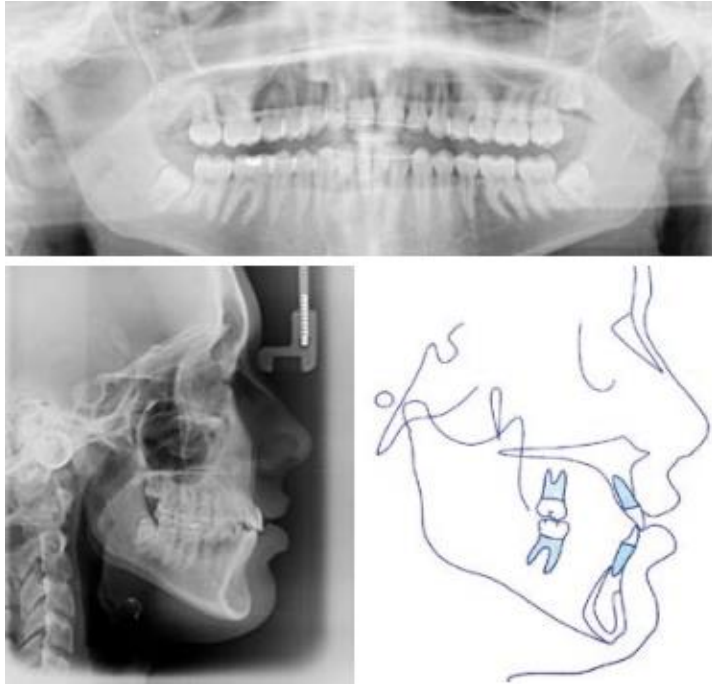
Radiografías post tratamiento
